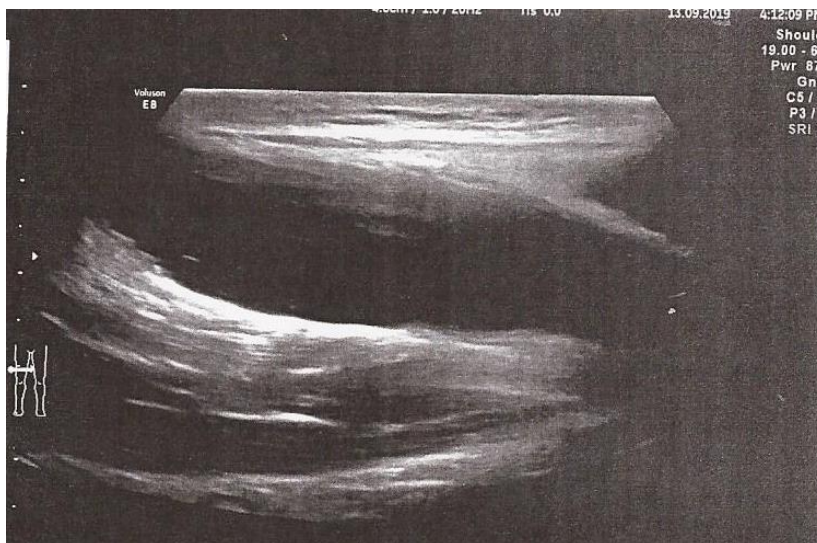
Paziente 4, diagnosi ecografica eseguito dal dott. Giancarlo Passarini: L'esame evidenzia voluminoso ematoma anecogeno subfasciale al retto del femore dx di cm 7 di diametro longitudinale da recente trauma distrattivo di 2* grado.
